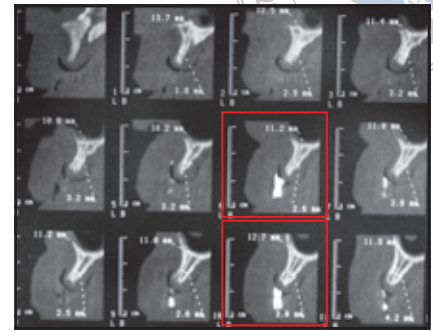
Ausgangssituation: CT-Scans mit inserierter chirurgischer Schablone.
